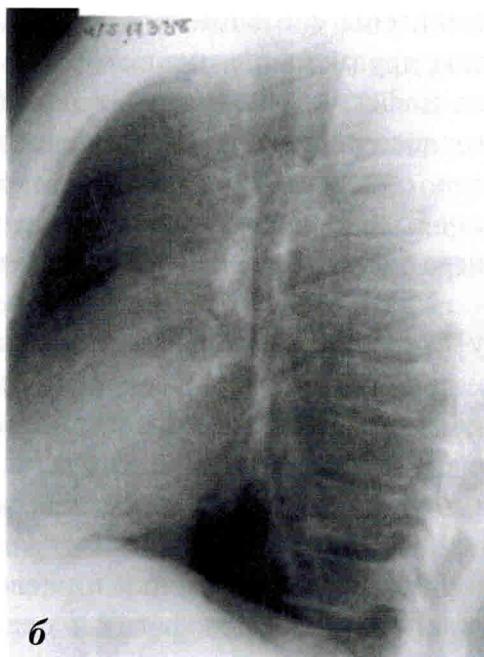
Рентгенограммы больного Р. 31 г. в прямой (а) и боковой (б) проекциях.
